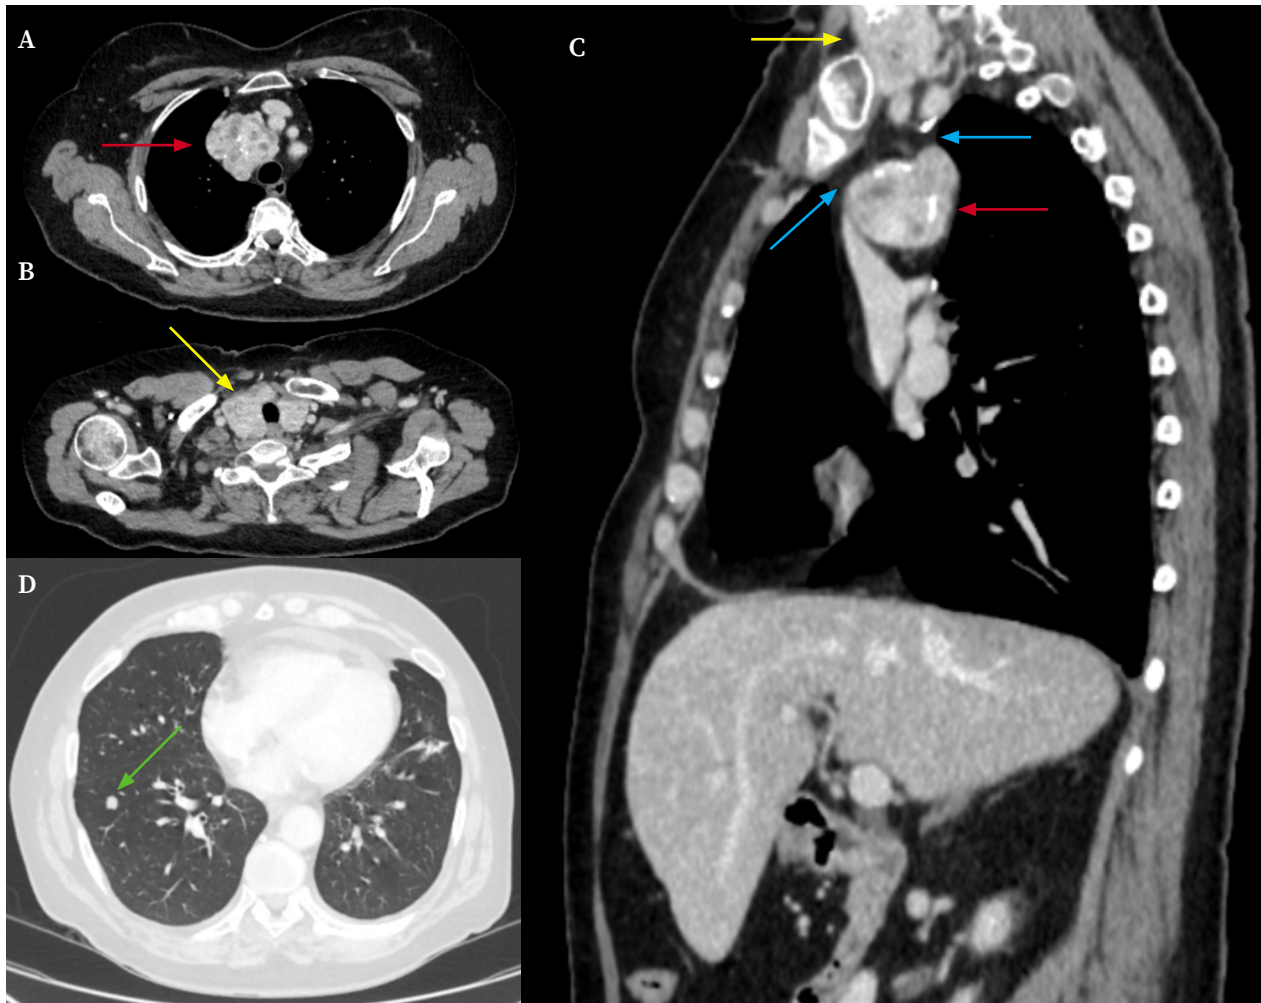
Tomografía computarizada de tórax. A. Corte axial a nivel de T4 en ventana de partes blandas. Se observa masa mediastínica (flecha roja) localizada en espacio paratraqueal superior derecho, de contornos polilobulados y con varias calcificaciones que se correlaciona con el ensanchamiento mediastínico de la Rx de tórax. B. Corte axial en ventana de partes blandas. Se observa bocio multinodular (flecha amarilla). C. Corte sagital. Se observa bocio multinodular (flecha amarilla) y masa mediastínica (flecha roja) sin continuidad entre las lesiones (flecha azul). D. Corte axial en ventana de parénquima. Se observa un nódulo pulmonar de 8 mm (flecha verde) en el lóbulo inferior derecho.
